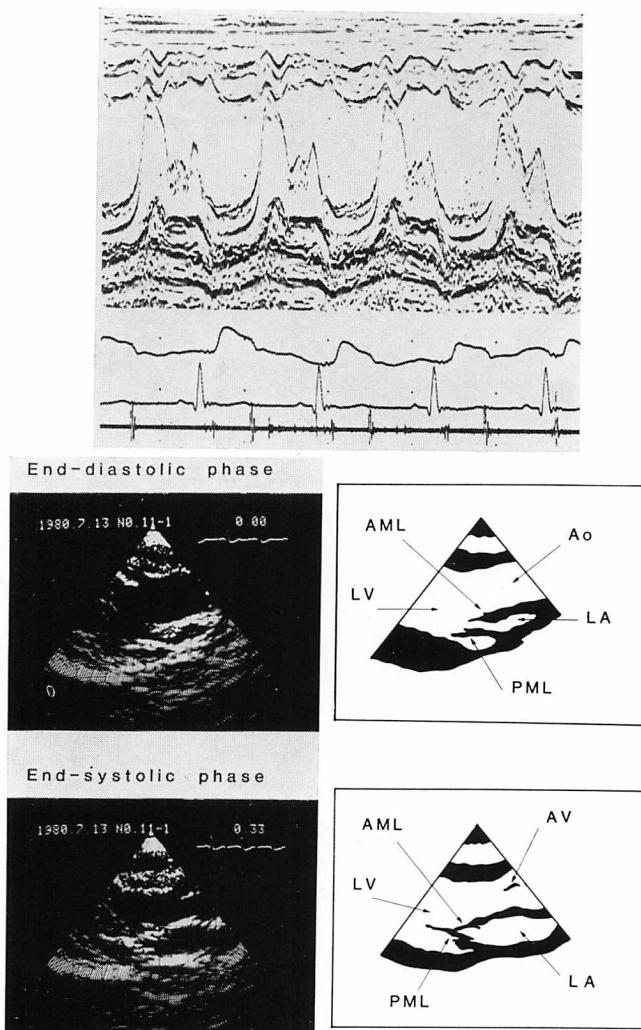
M-mode and two-dimensional echocardiograms from a 15-year-old boy with PMD (S-D 7).
